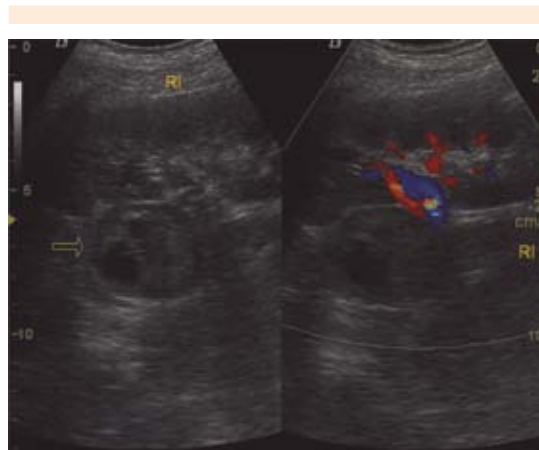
Ultrasonido en modo B y Doppler color. Se observa la glándula suprarrenal izquierda (flecha) heterogénea y aumentada de tamaño.
